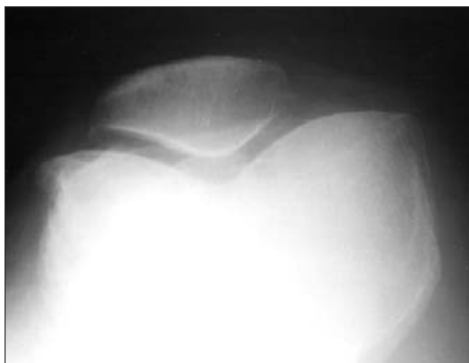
Рентгенограмма феморопателлярного сустава в аксиальной проекции. Суставная щель не сужена. Суставные поверхности ровные. Остеофиты на краях суставных поверхностей бедренной кости и надколенника. Начальные проявления артроза феморопателлярного сустава
